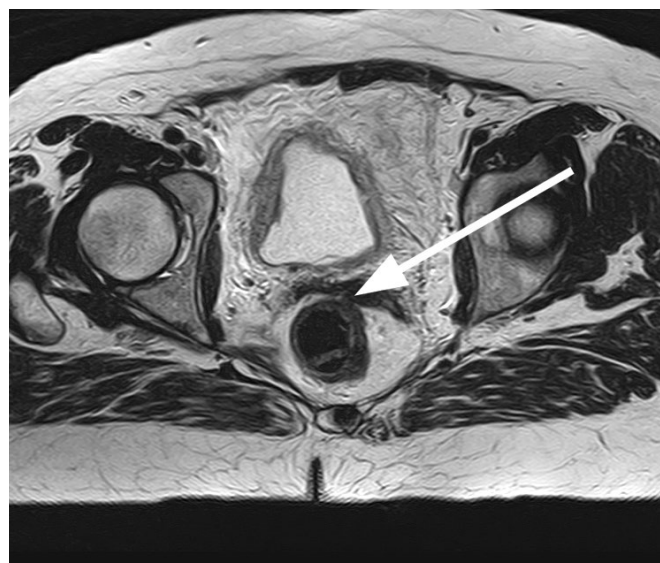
МРТ органов малого таза после лечения. Отмечена зона ранее визуализированного новообразования.
